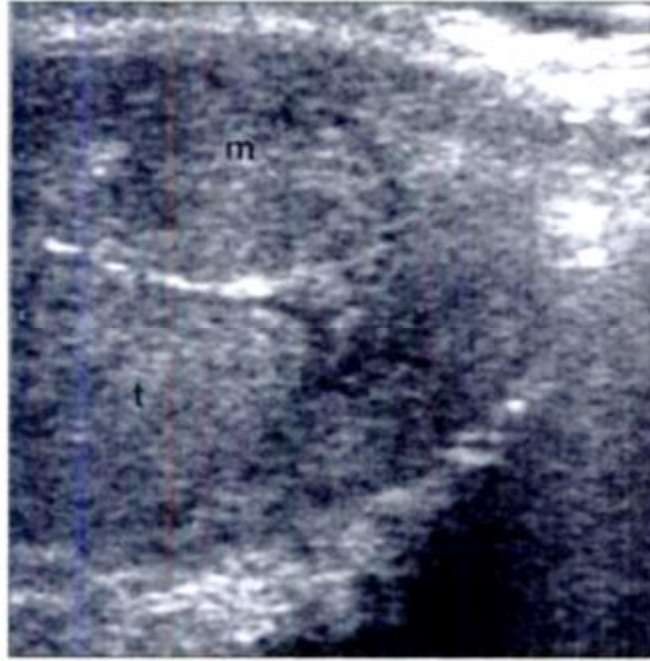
Échographie testiculaire (t: Testicule - m: masse) [64]
